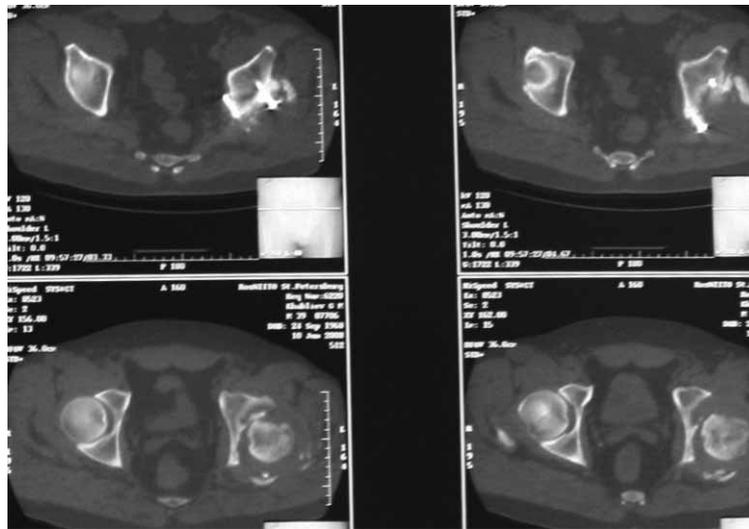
Дефект задневерхнего отдела левого тазобедренного сустава по данным компьютерной томографии: головка находится в положении подвывиха, отломки переднего края закрывают вход в истинную вертлужную впадину, сломанный задний край не имеет контакта с костями таза
